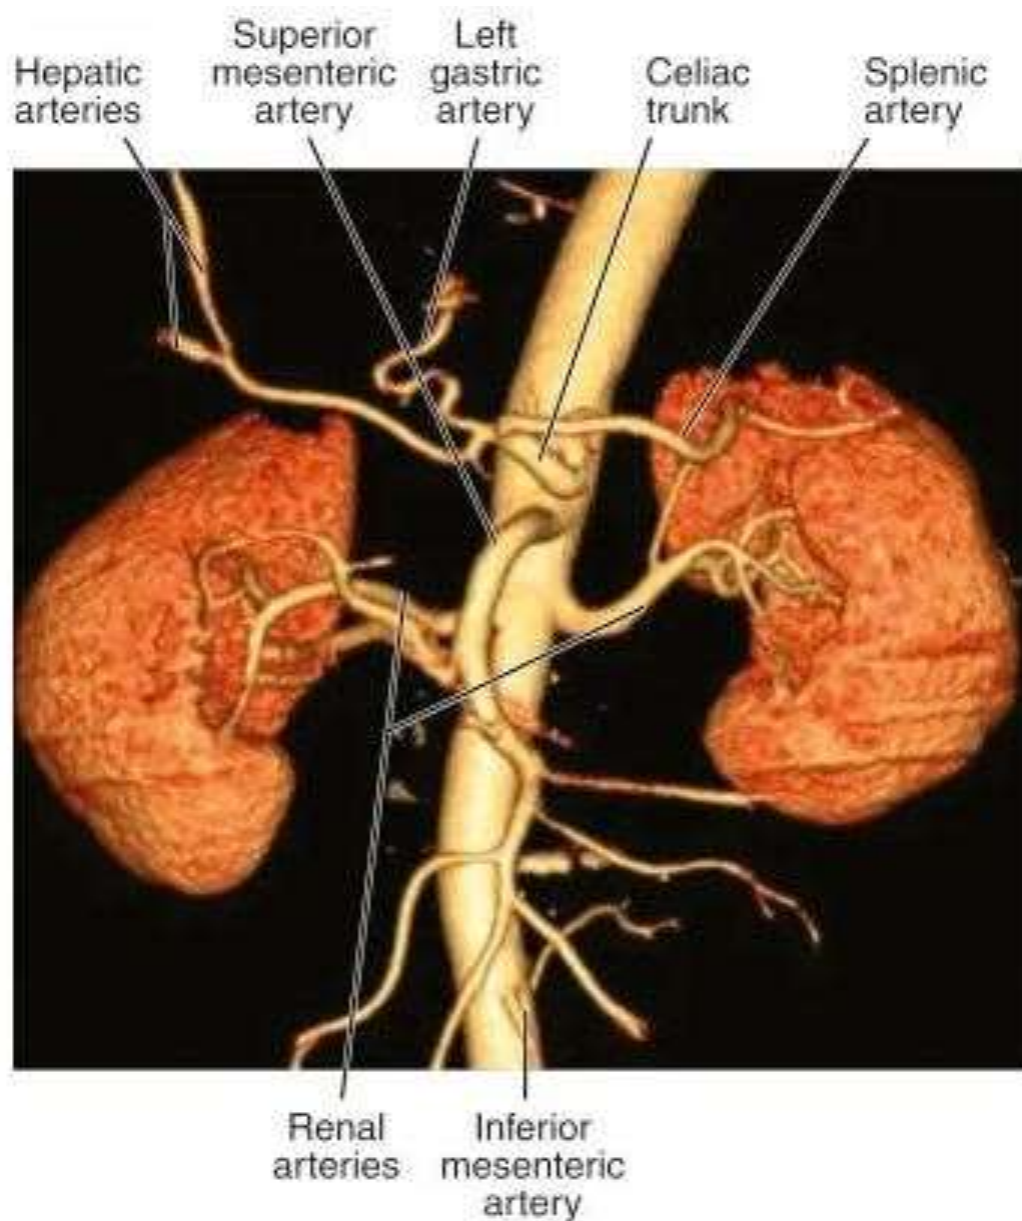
Angio-tomographie : Branches de l'aorte abdominale
